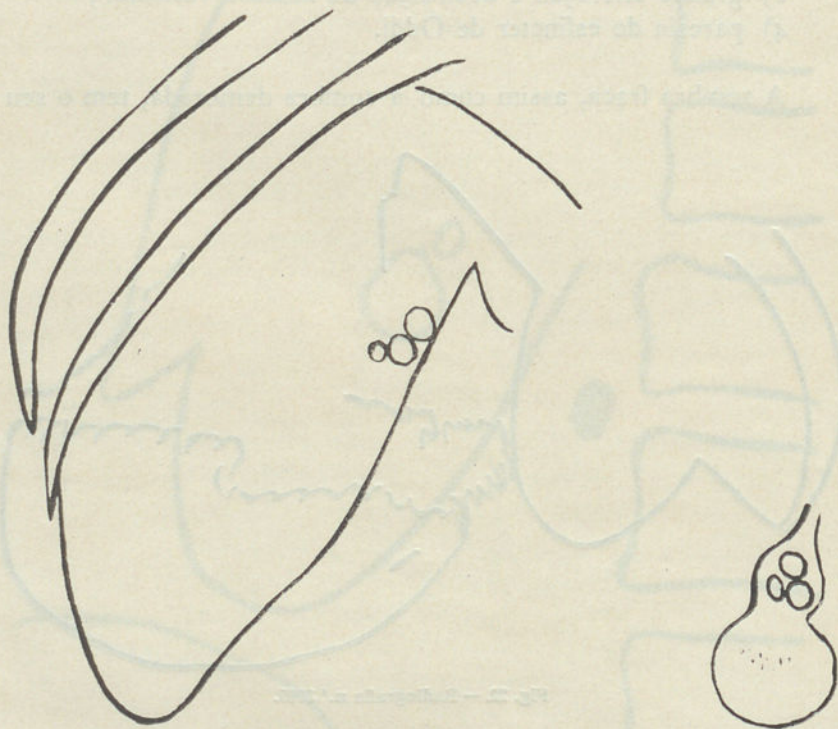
Radiografia n.º 3402.
